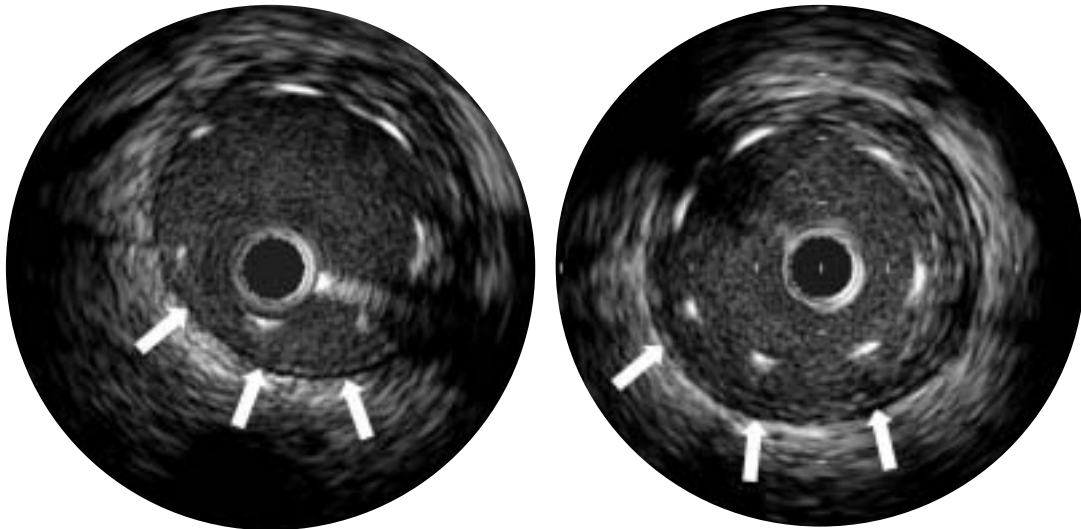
Typical intravascular ultrasound images of persistent incomplete stent apposition immediately after stent implantation (*left*) and at 8-month follow up (*right*)
